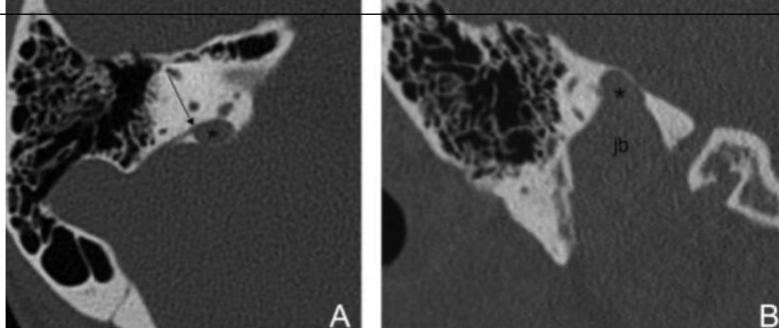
a) Tomografía computada axial en la que se aprecia buen desarrollo y neumatización de las celdillas mastoideas y lámina ósea intacta (flecha blanca). b) Corte superior que muestra el oído medio e interno sin lesión aparente y congolfo de la yugular alto (flecha blanca) a nivel de la vuelta basal de la cóclea (flecha negra).
